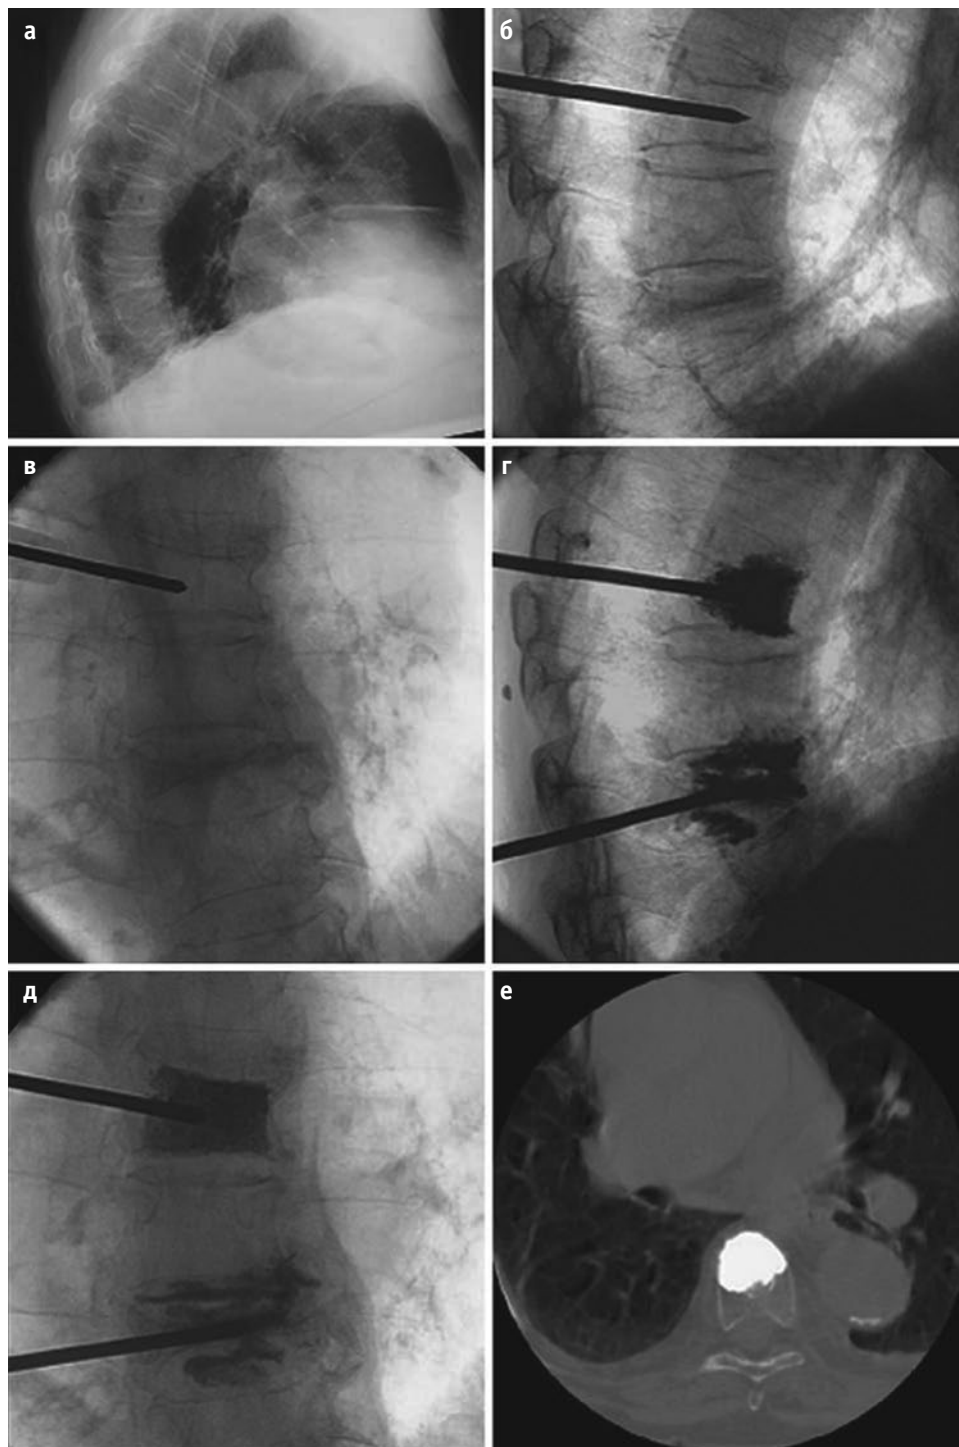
Пример выполнения вертебропластики с использованием парапедикулярного доступа. 64-летняя женщина с жалобами на боль в спине. Указания на травму или злокачественные новообразования в анамнезе отсутствуют. При обследовании выявлены компрессионные переломы тел Th8 и Th10 позвонков, оба этих перелома оказались источником болевого синдрома. На рентгенограмме грудного отдела позвоночника в боковой проекции (а) видны переломы. Контроль положения канюли в теле Th8 позвонка по рентгенограммам в боковой (б) и прямой (в) проекциях. Рентгенограммы в боковой (г) и прямой (д) проекциях после завершения вертебропластики Th8 и в процессе введения цемента в тело Th10. Послеоперационный КТ-срез: хорошее заполнение цементом передних отделов тела Th8 (е).
